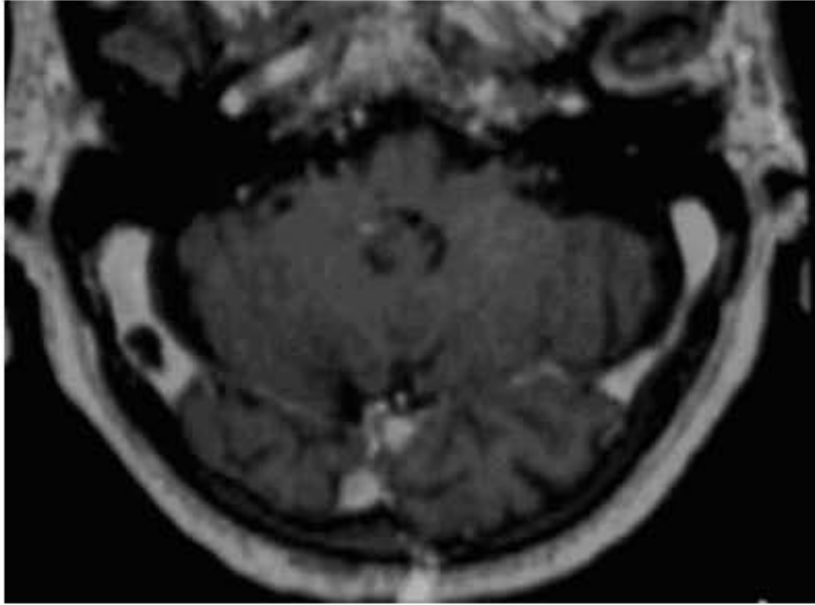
IRM encéphalique en coupe axiale, séquence pondérée T1 avec injection de gadolinium : grosse granulation arachnoïdienne visible au niveau du sinus latéral droit.
